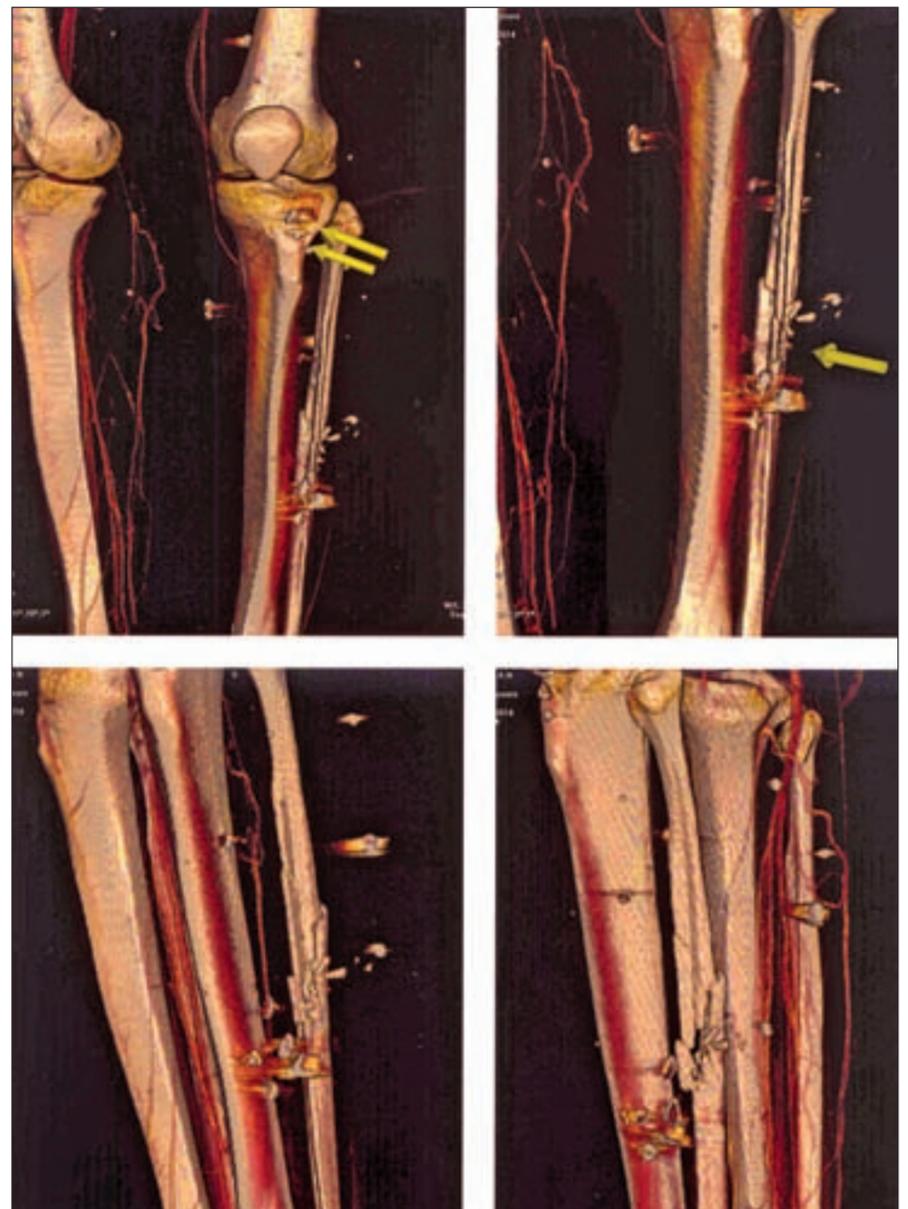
КТ в ангиорежиме с 3D-реконструкцией сосудов
